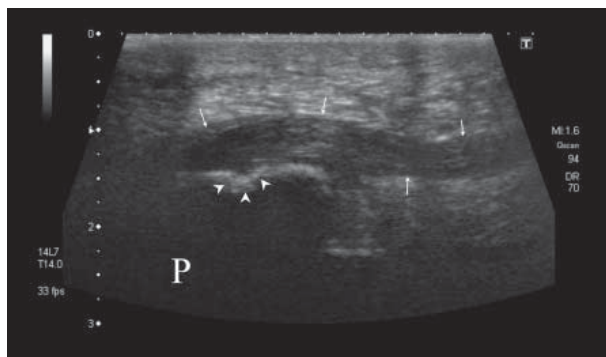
Ultrasound of a partial intrastructural rupture of the plantar aponeurosis in its enthesis and proximal portion. P – calcaneus; arrowheads – injured zone/erosion of the calcaneal enthesis of aponeurosis; arrows – aponeurosis
